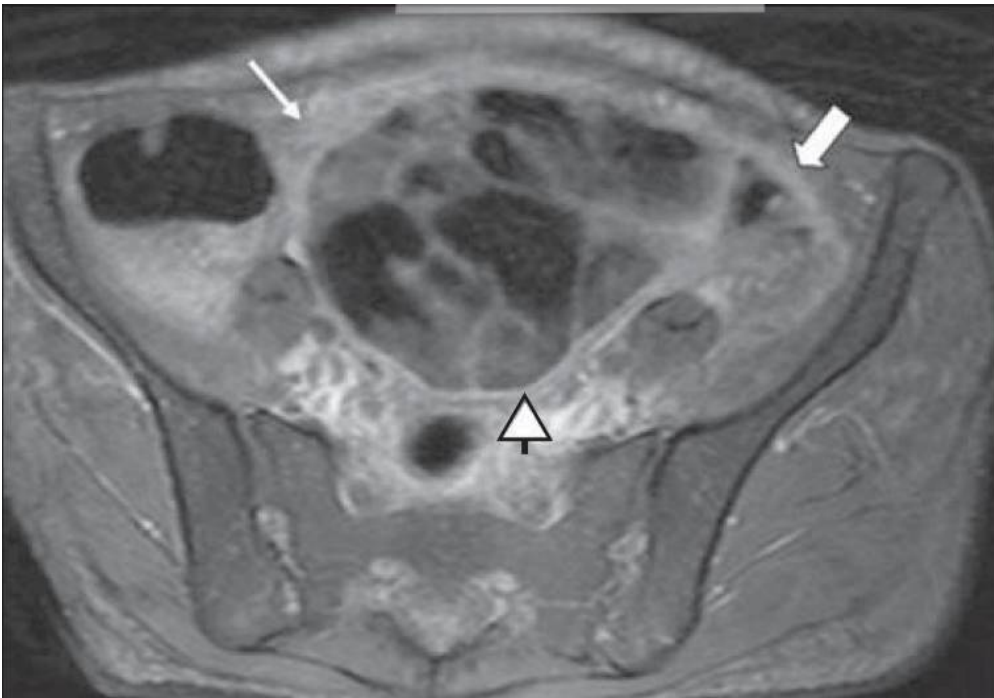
Péritonite fibrineuse. Image IRM pondérée T2 avec suppression des graisses montrant un épaississement omental (flèche fine) et diffus péritonéal (flèche épaisse) associé à une agglomération de boucles intestinales occupant la cavité pelvienne (tête de flèche).[123]
